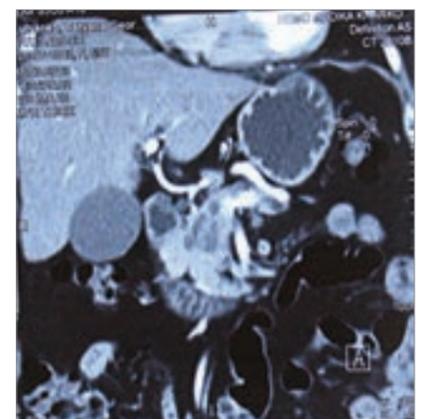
Мультidetекторная СКТ (инвазия опухолью головки ПЖ в воротную, верхнебрыжеечную вену)
